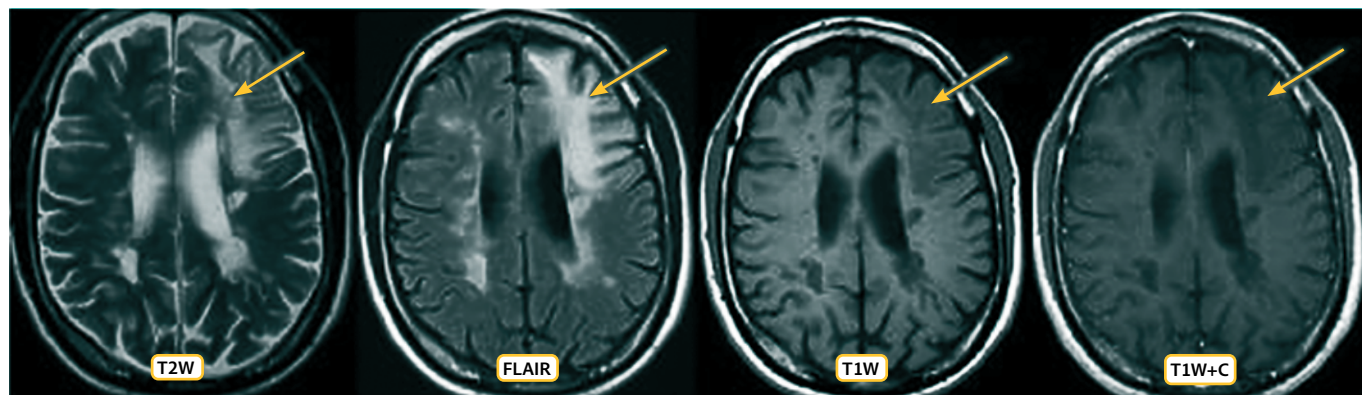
МРТ головного мозга у пациента с мультифокальной лейкоэнцефалопатией
